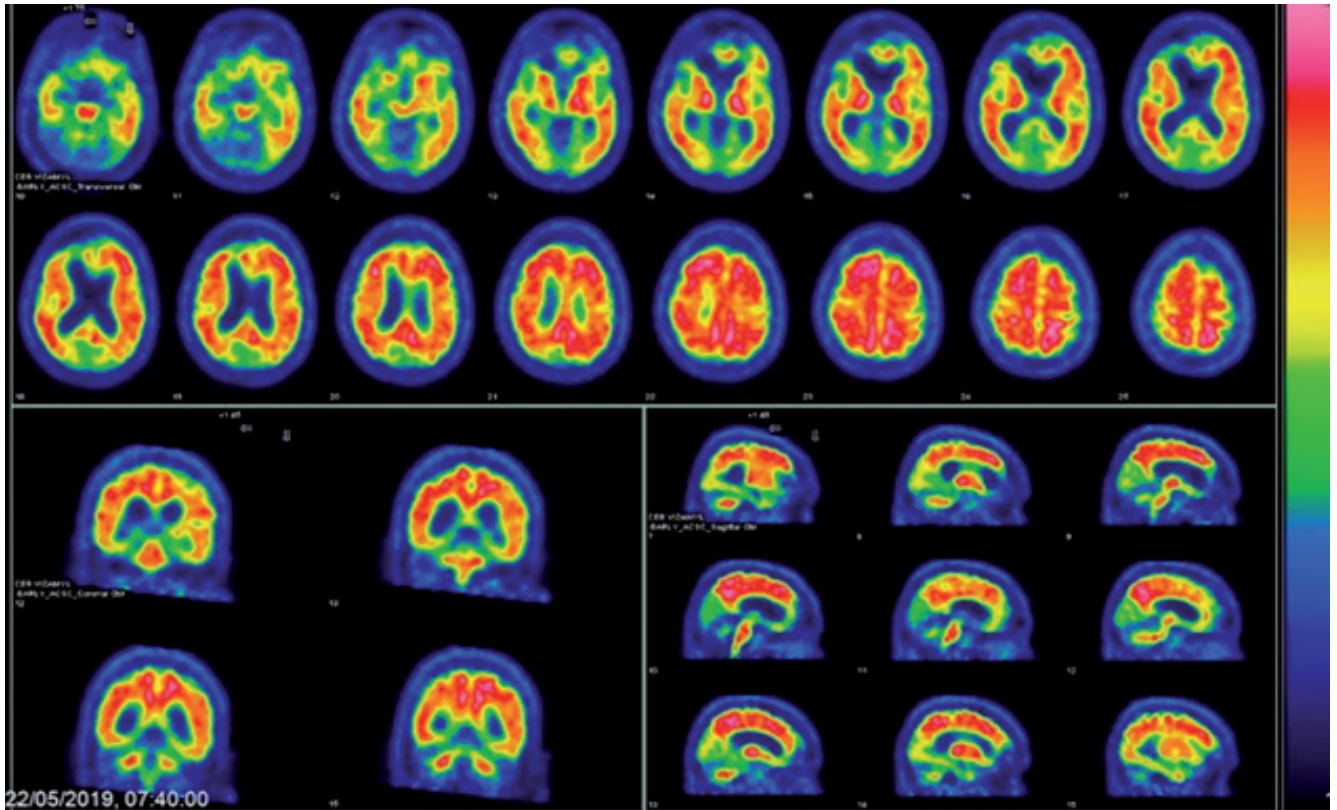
Immagini PET/TC, ottenute con VizamyL (Amyvid 18F – Flutemetamol).
